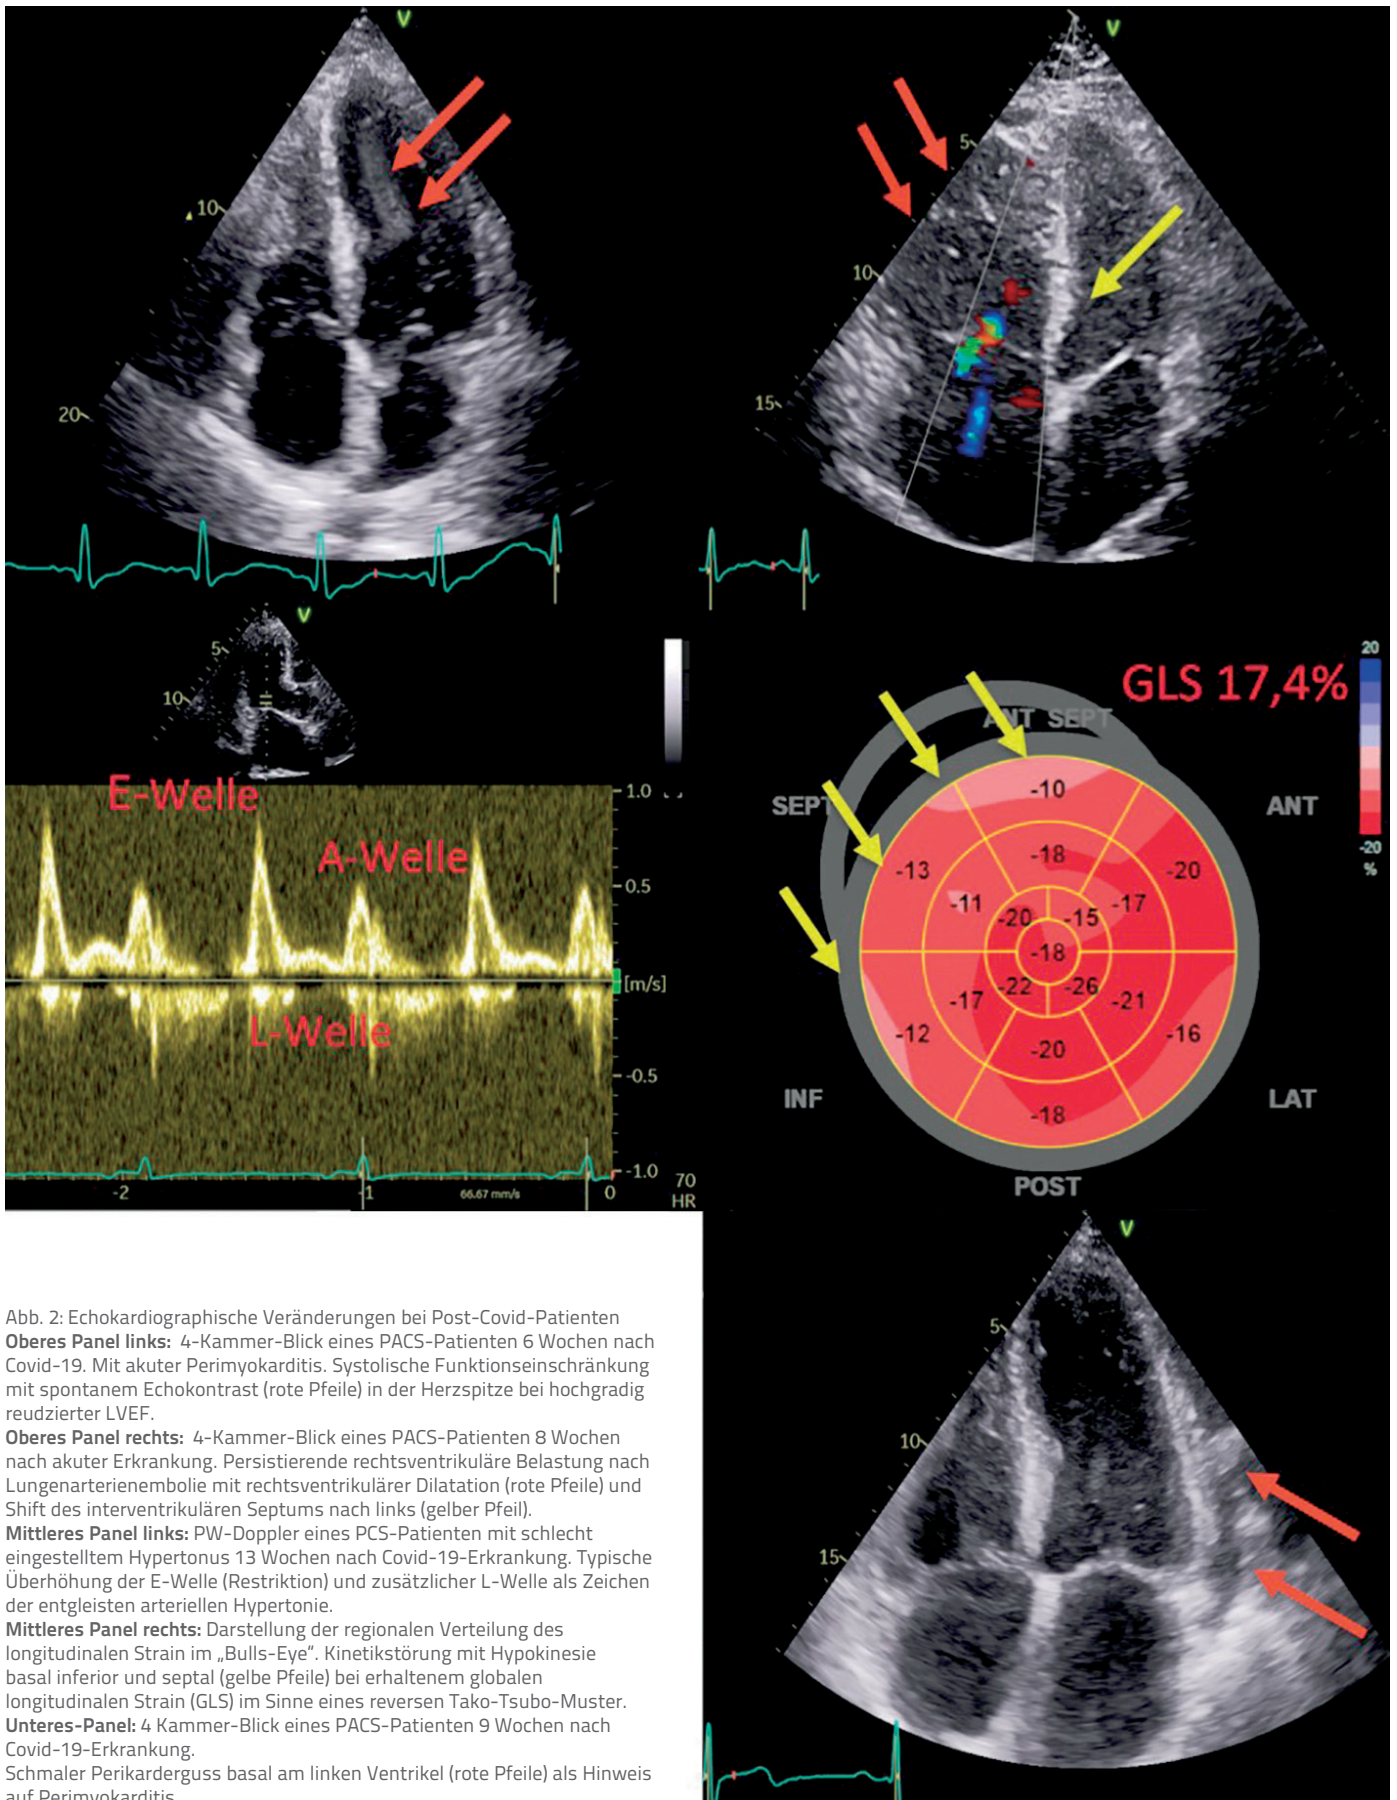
Echokardiographische Veränderungen bei Post-Covid-Patienten
